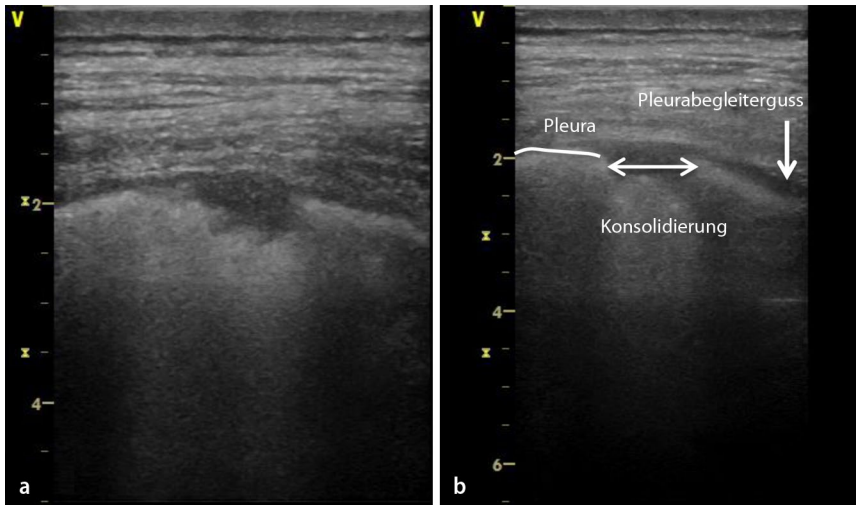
▲ Lungensonographie des rechten Unterlappens, Befunde zu Fall 4. a B-Mode, rechter Unterlappen dorsal lateral, b rechter Unterlappen dorsal medial mit Pleurabegleiterguss
